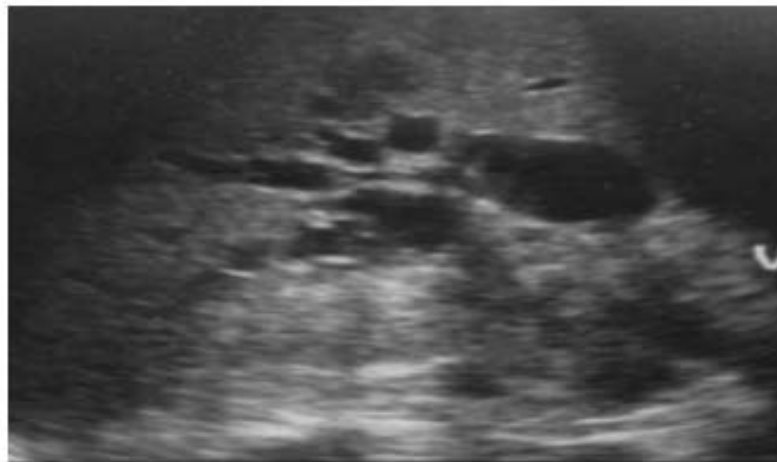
ADK de la tête du pancréas en échographie :dilatation de la VBP et des VBIH[85].
